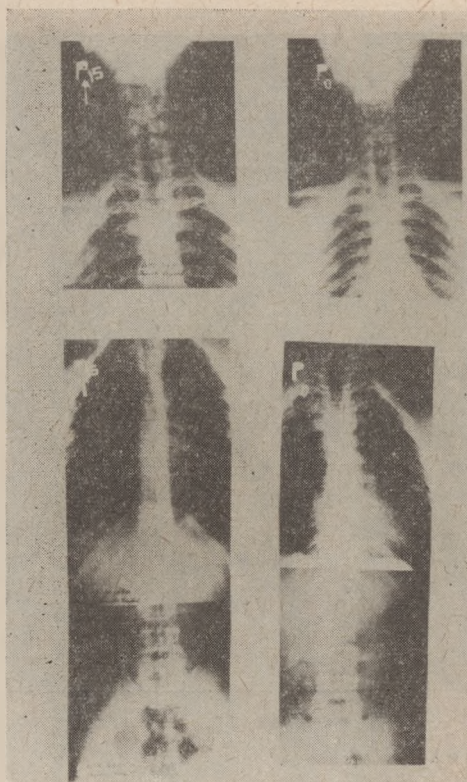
X-ray picture, front-rear projection; little curvature of the cervical spine to the right.
